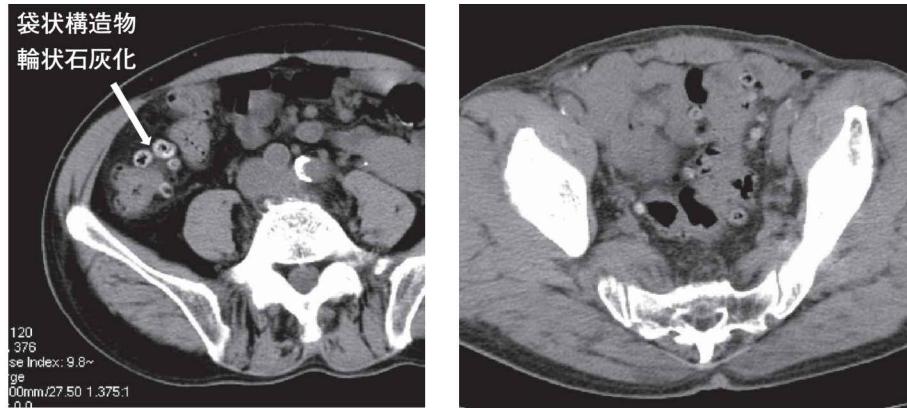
CT画像の大腸憩室所見（左側は上行結腸、右側はS状結腸）
